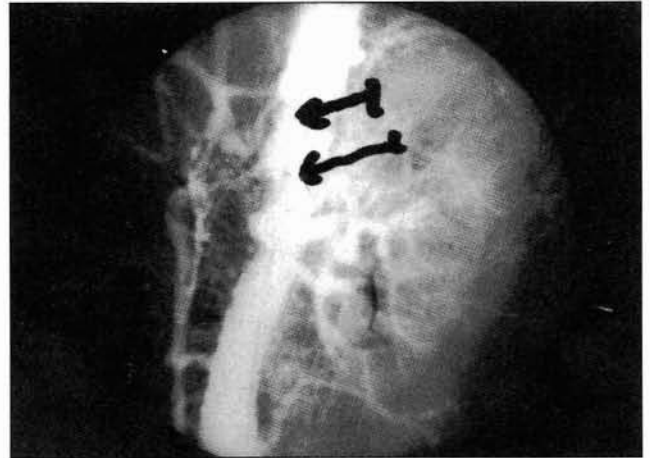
Angiografía aorta-abdominal estenosis crítica TC y MS.
